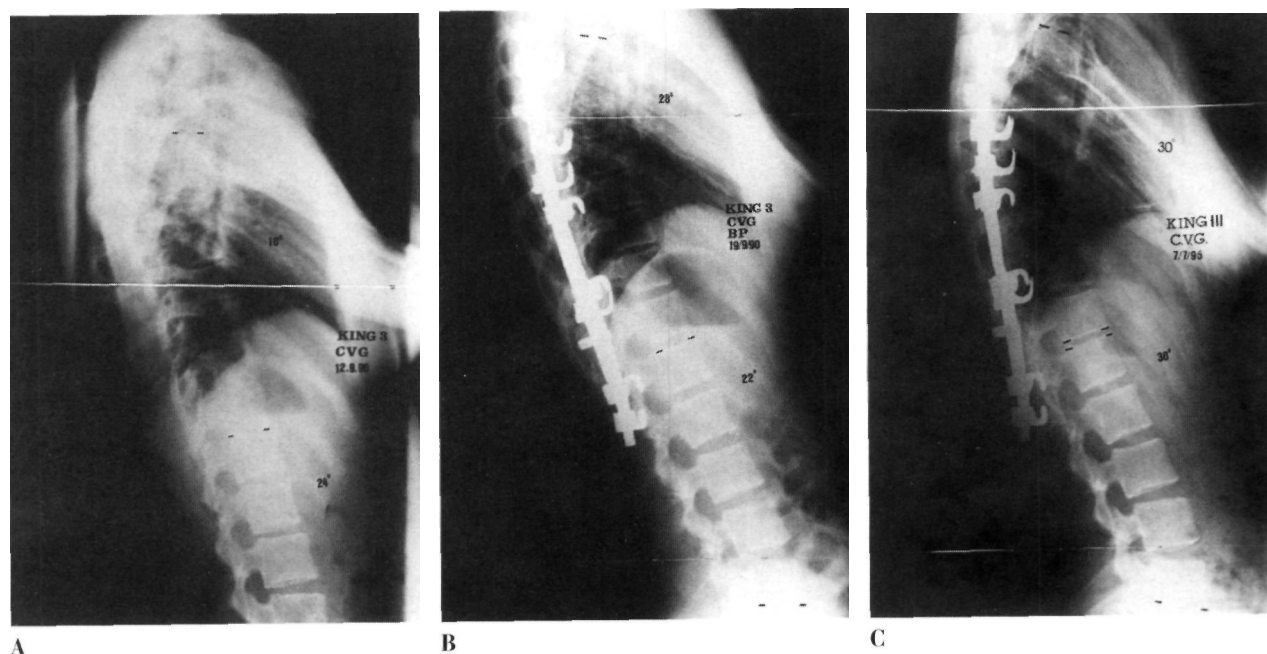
Telerradiografía lateral de un enfermo con una EI tipo King 3. Nótese la mejoría evidente de la cifosis en el postoperatorio, con un incremento aún mayor con los años.
